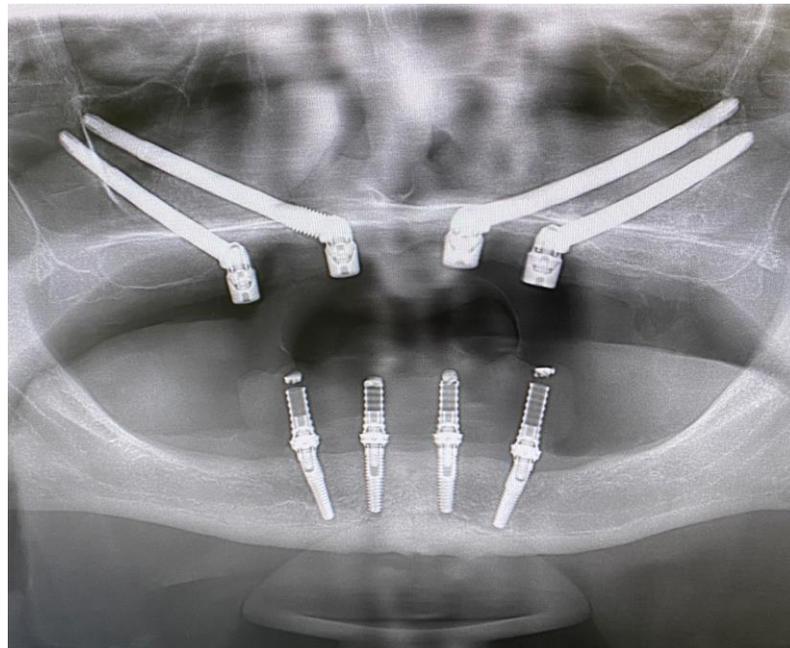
contrôle à la radiographie panoramique de la position des implants –
